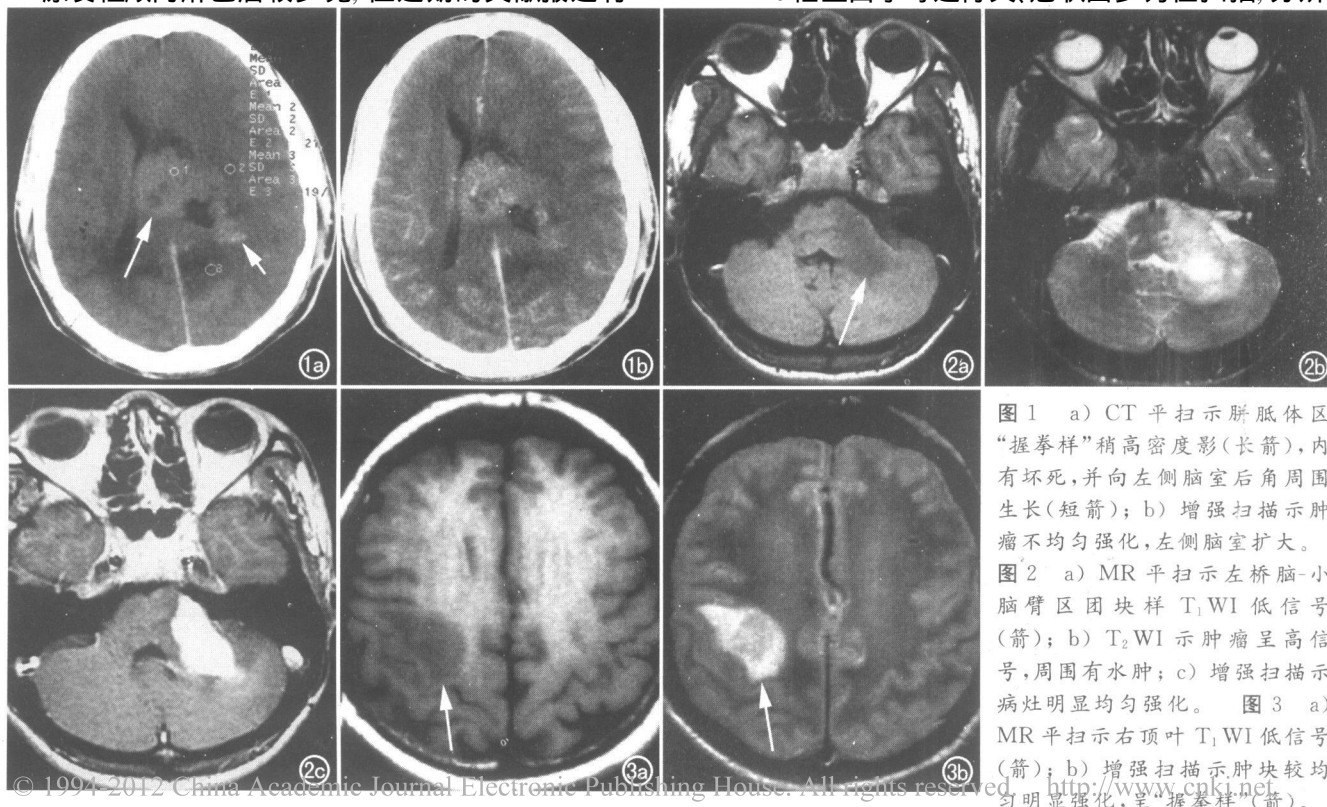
a) CT 平扫示胼胝体区“握拳样”稍高密度影(长箭), 内有坏死, 并向左侧脑室后角周围生长(短箭); b) 增强扫描示肿瘤不均匀强化, 左侧脑室扩大。图 2 a) MR 平扫示左桥脑-小脑臂区团块样 T₁WI 低信号(箭); b) T₂WI 示肿瘤呈高信号, 周围有水肿; c) 增强扫描示病灶明显均匀强化。图 3 a) MR 平扫示右顶叶 T₁WI 低信号(箭); b) 增强扫描示肿块较均匀明显强化, 呈“握拳样”(箭)。
